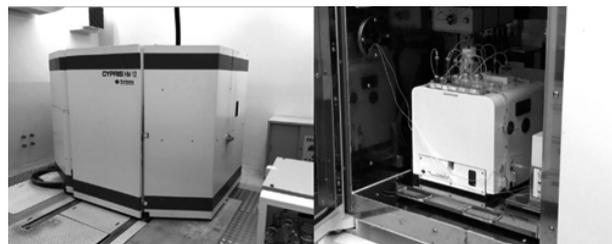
PET 用サイクロトロン (CYPRIS HM-12, 住友重機工業製) 及び  $^{18}\text{F}$ -FDG 合成装置 (F300, 住友重機工業製)
